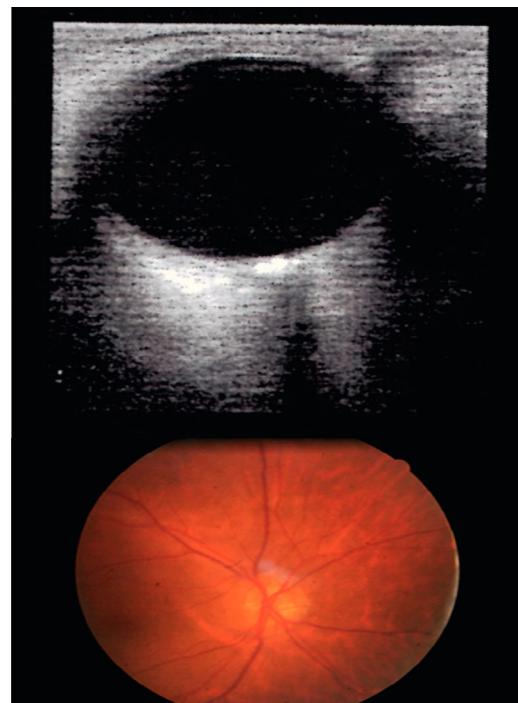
Superior: Ecografía modo A-B ojo derecho: imagen hiperecogénica en papila de nervio óptico con sombra acústica posterior de OD. Inferior: Drusas calcificadas en papila de nervio óptico de OD.
